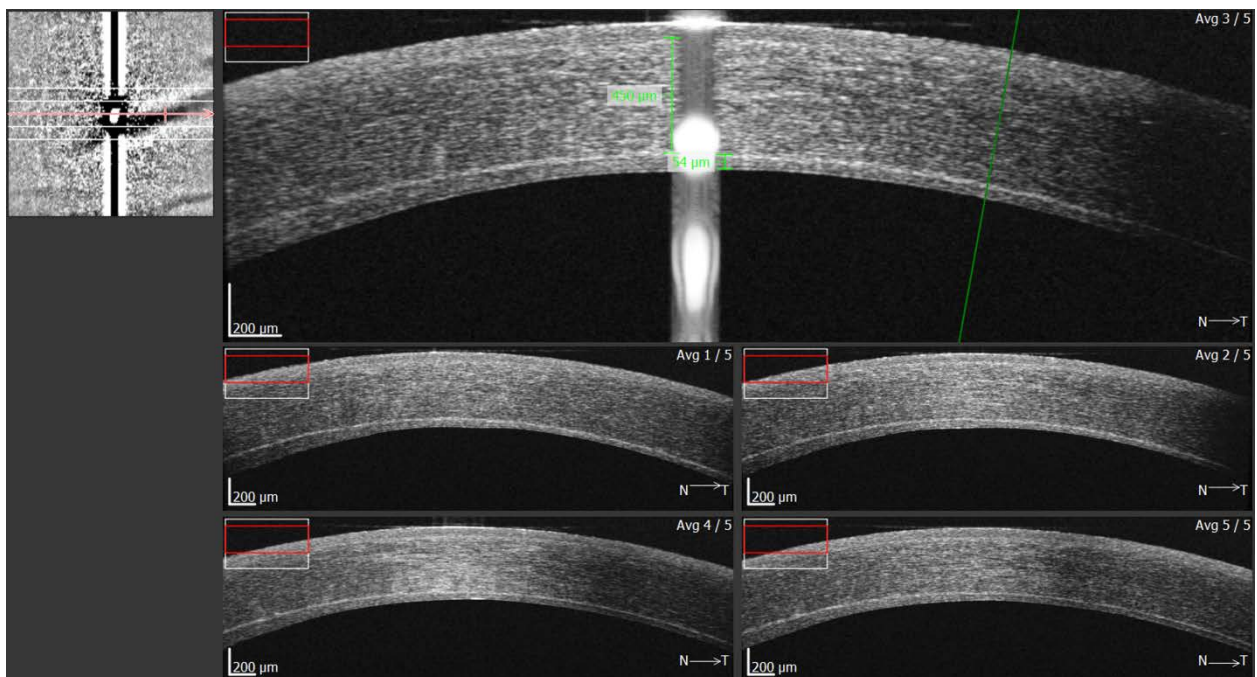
Оптическая когерентная томография (ОКТ Ortopol, Польша) роговицы на 6й день после ЗАПК в режиме пяти горизонтальных сканов. Полная эпителизация, трансплантат адаптирован на всем протяжении
